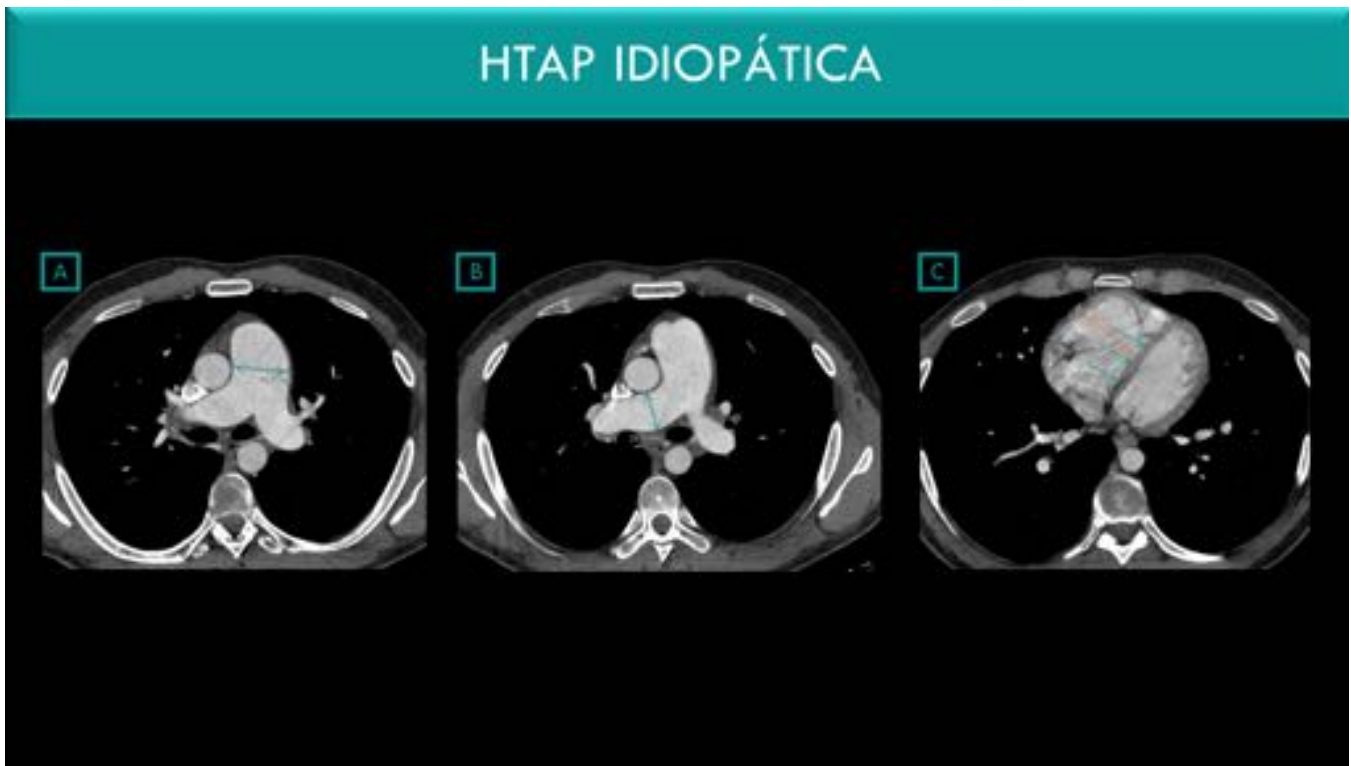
Angio-TC en varón 24 años con HTAP idiopática y fallo cardiaco derecho, cortes axiales: A: Dilatación del tronco principal de la arteria pulmonar. B: Dilatación de arteria pulmonar derecha. C: Dilatación del ventrículo derecho y rectificación del septo interventricular.
